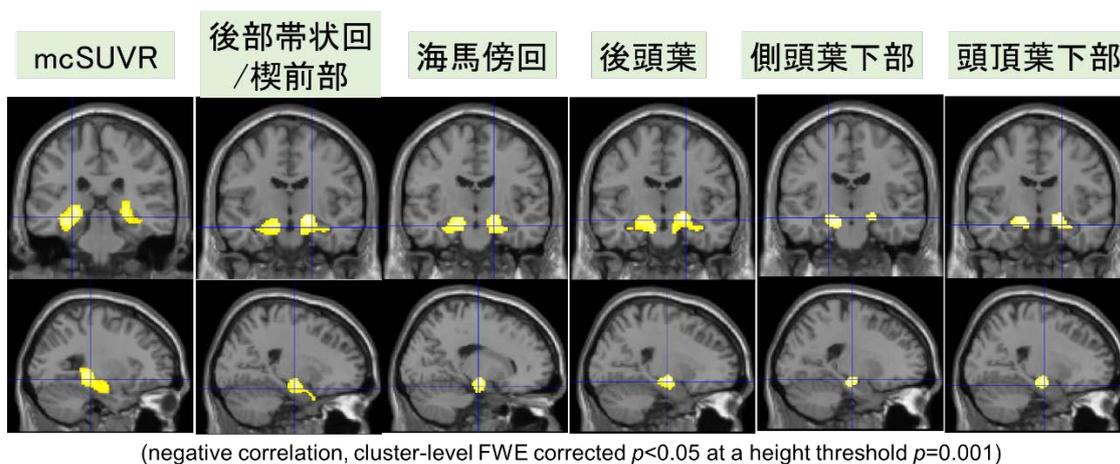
THK の領域毎 SUVR 値と灰白質密度に有意な相関のある領域 (MRI 画像)
